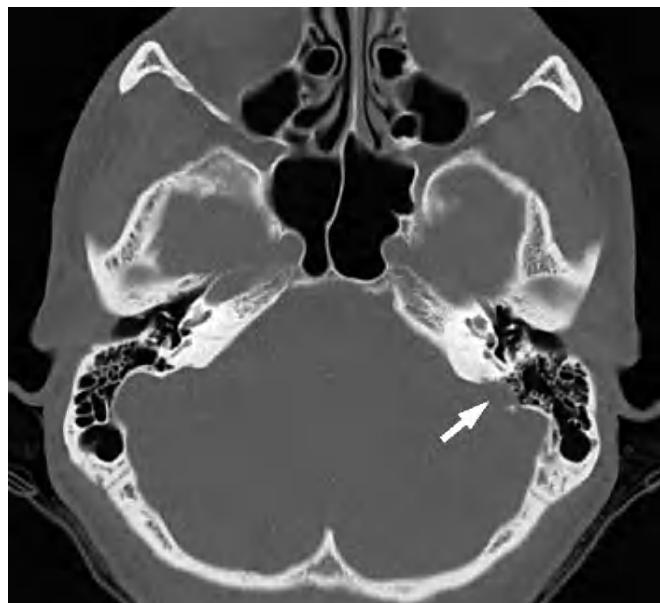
Corte axial de tomografía computarizada en el que se identifica una imagen osteolítica afectando a la superficie posterior del hueso petroso del lado izquierdo (flecha).
